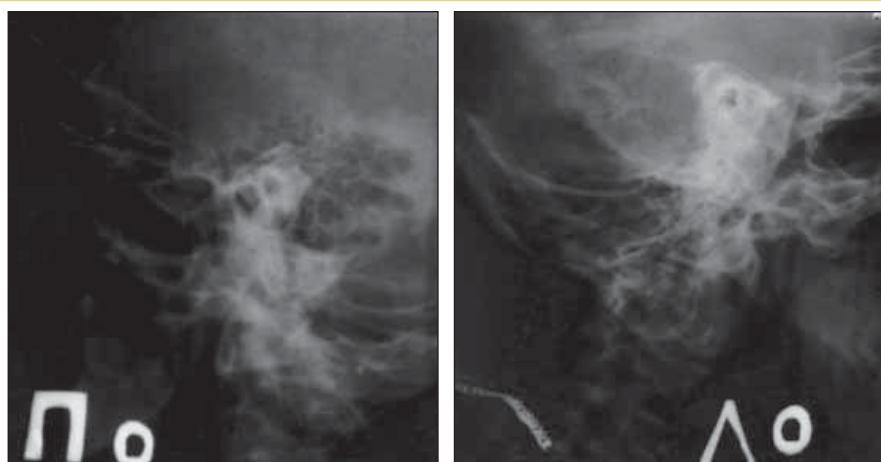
Рентгенограммы височных костей по Шуллеру левого и правого уха
